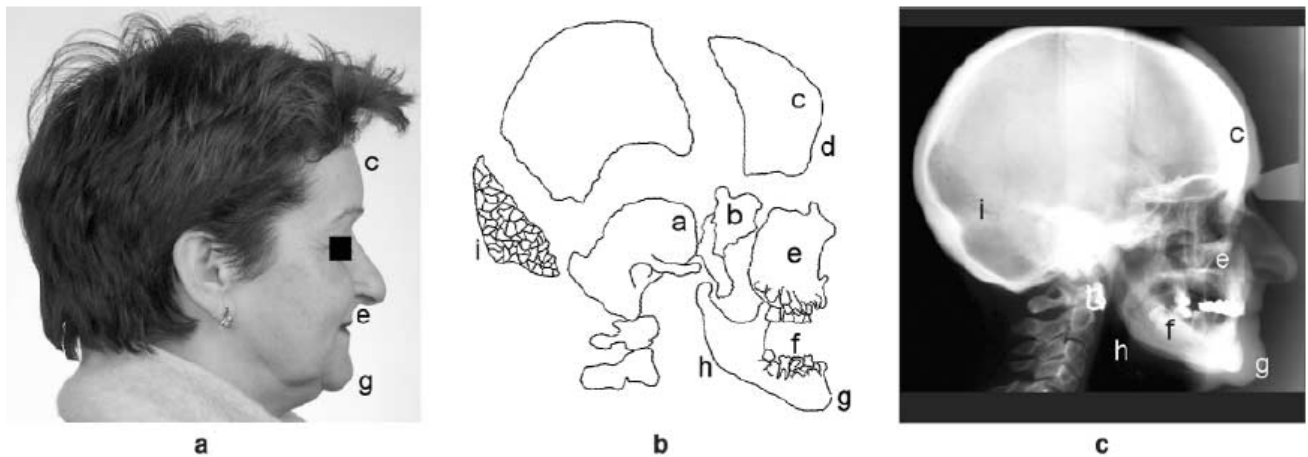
a; deformación de la escama del temporal, b; sincondrosis cifótica esfenooccipital , c; abultamiento del hueso frontal, d; fontanela metópica, e; tercio medio facial hipoplásico; f; dientes supernumerarios, g; mandíbula prognática; h; ángulo goniaco ausente, i; múltiples huesos wormianos. a) morfología facial en paciente de 50-años de edad; B) Despiece del cráneo; C) radiografía cefalométrica.
